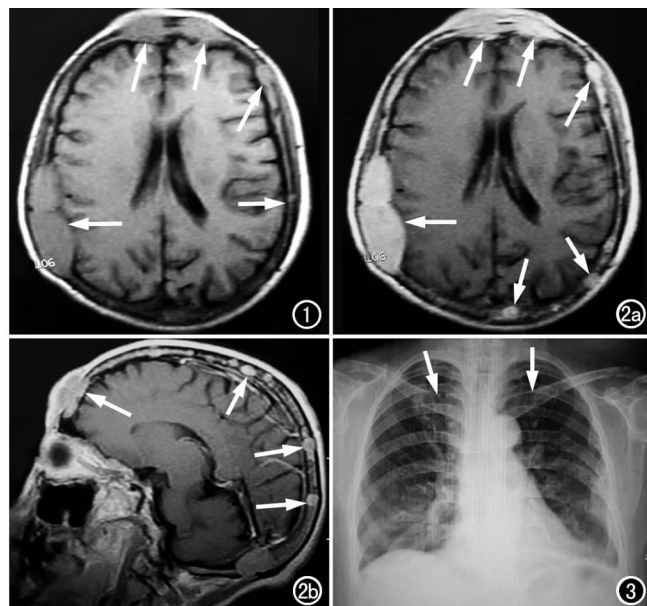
横轴面 T_1 WI 平扫示颅骨多发大小不等的软组织块影(箭)。图 2 MRI 增强示颅骨肿块各结节明显均匀强化。a) 横断面 T_1 WI; b) 矢状面 T_1 WI。图 3 双侧锁骨显示轻度骨破坏(箭)。
